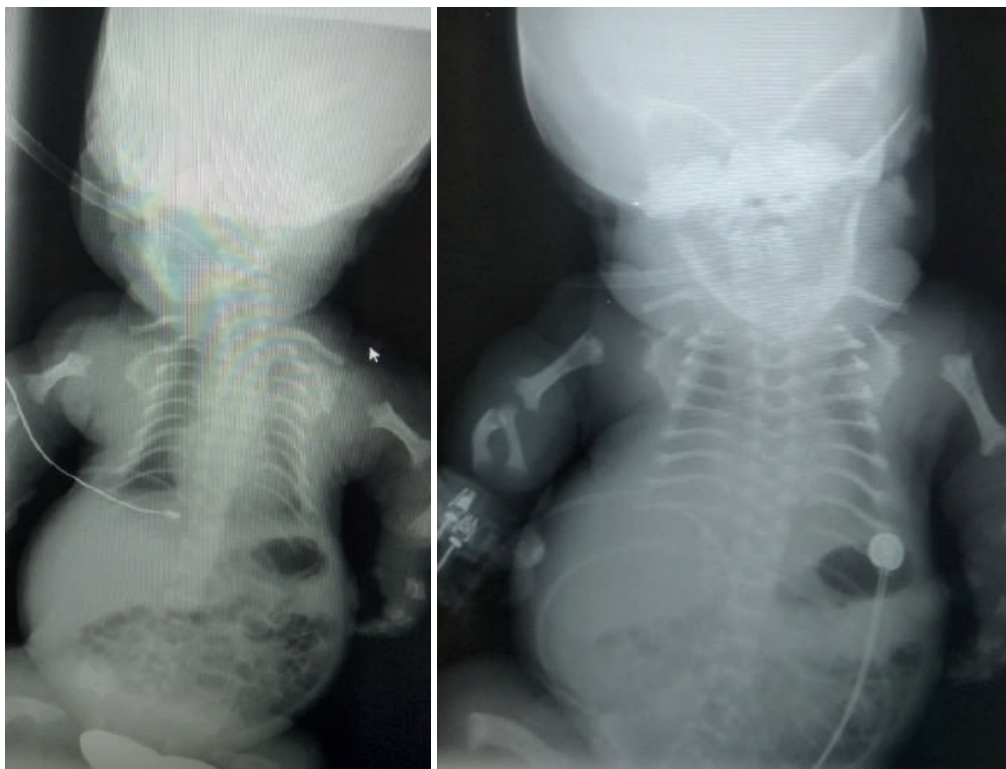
Рентгенографічні зображення I та II дитини
